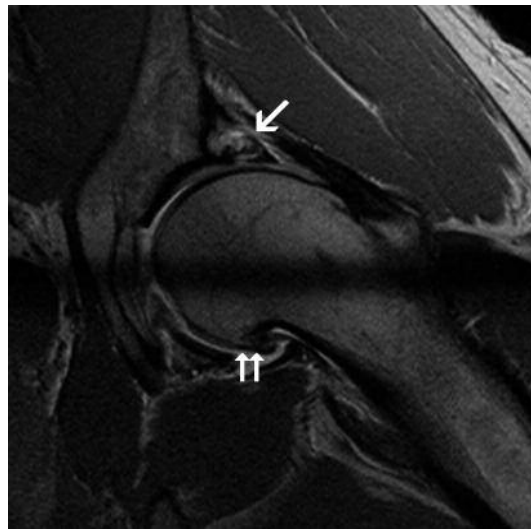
Immagine artro-RM radiale: grave lesione degenerativa del labbro acetabolare (*freccia*) con osteofitosi del tratto di passaggio testa-collo femorale (*doppia freccia*).
